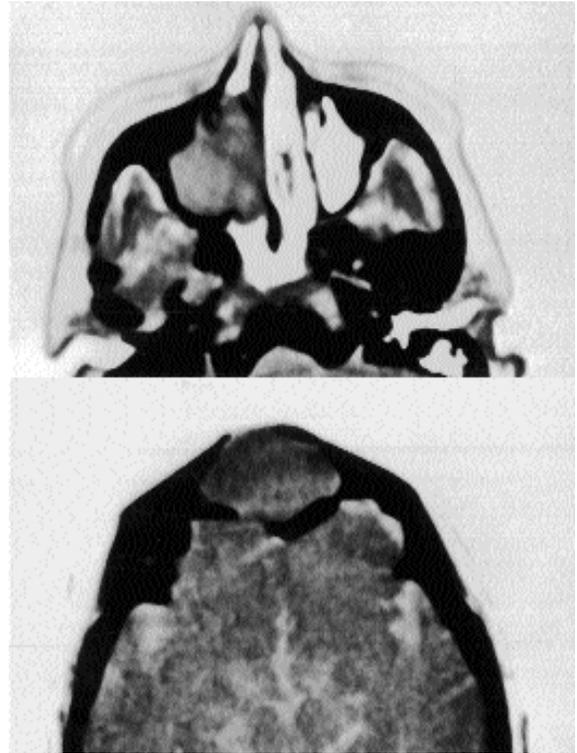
КТ черепа в аксиальной проекции больной Р.
